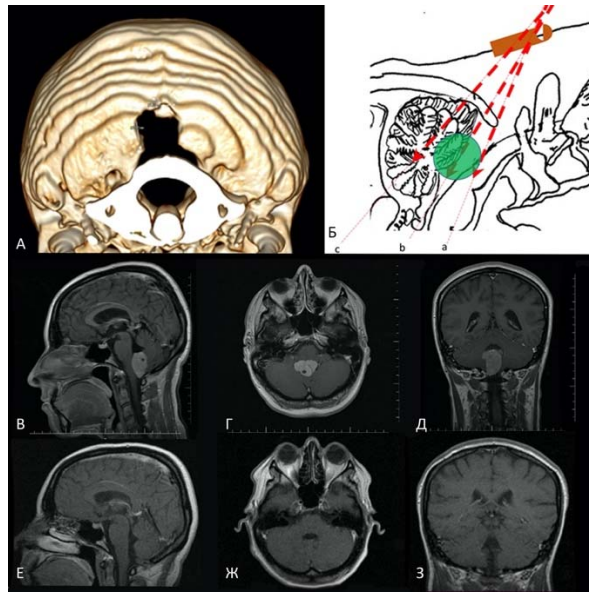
Пациентка В-ова, 38 лет. Резекция затылочной кости 17,4 мм, хориоидпапиллома нижнего этажа чертвтерого желудочка. А – 3D реконструкция послеоперационной КТ головного мозга; В, Г, Д – предоперационные МРТ снимки; Е, Ж, З – послеоперационные МРТ снимки
